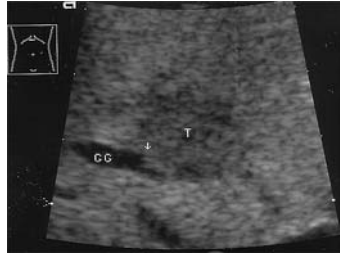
Intrahepatischer Gallengangsaufstau (GG) durch die infiltrierend wachsende Metastase (T) eines Pankreaskarzinoms (CT-negativ)
